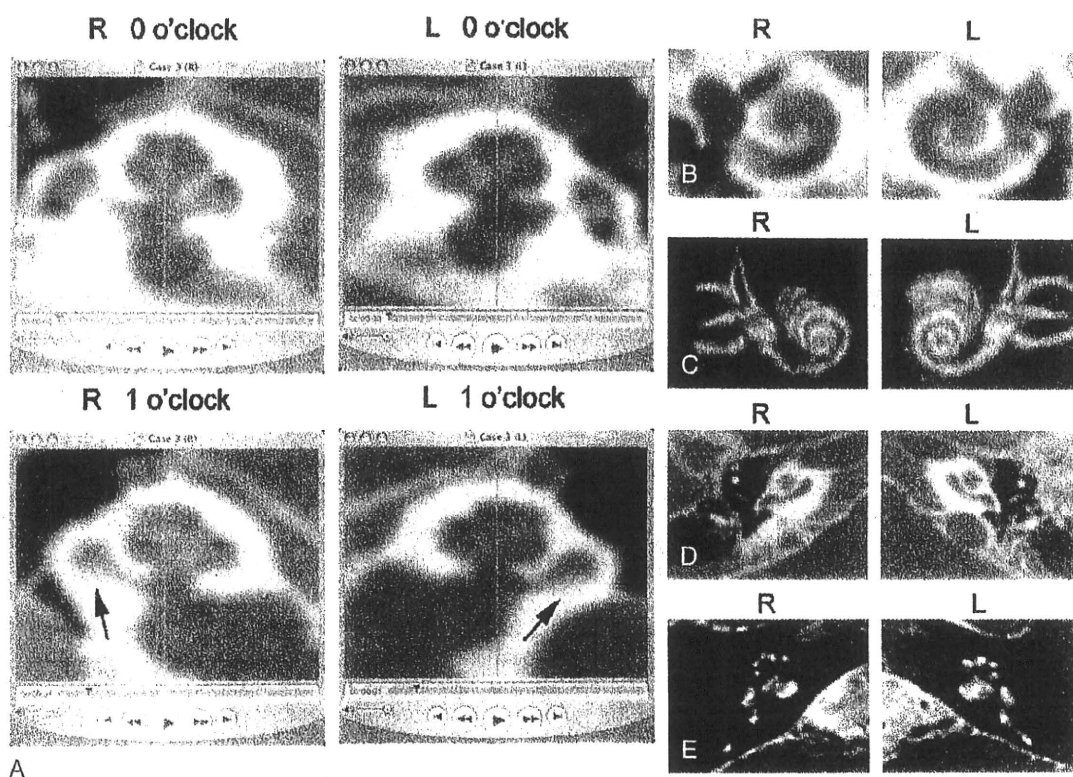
Imaging of Patient 3. *A*, Computed tomographic movies of right (*R*) and left (*L*) cochleas (see supplemental online videos). The arrows indicate ossification. *B*, Basal turn planes. *C*, Reconstructed MR images (T2-weighted). *D*, Conventional axial CT images for reference. *E*, Conventional axial T2-weighted MR images for reference. The basal turn planes showed partial ossification in the inferior segment bilaterally. Computed tomographic movies demonstrated ossification of the scala tympani between 1 and 2 o'clock in the bilateral basal turns. The degree of ossification was slightly higher on the *right*. Reconstructed T2-weighted MR images showed slight narrowing of the fluid space on the *right* but an almost normal appearance on the *left*.
